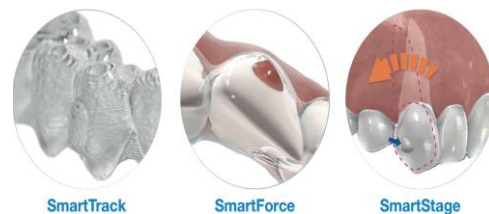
Biomekanika gigi pada piranti *aligner* (Sumber: Te CH, Chao CW, Kao CT. Clinical use of contemporary clear aligner therapy. Taiwanese J Orthodont 2018;30:166)
